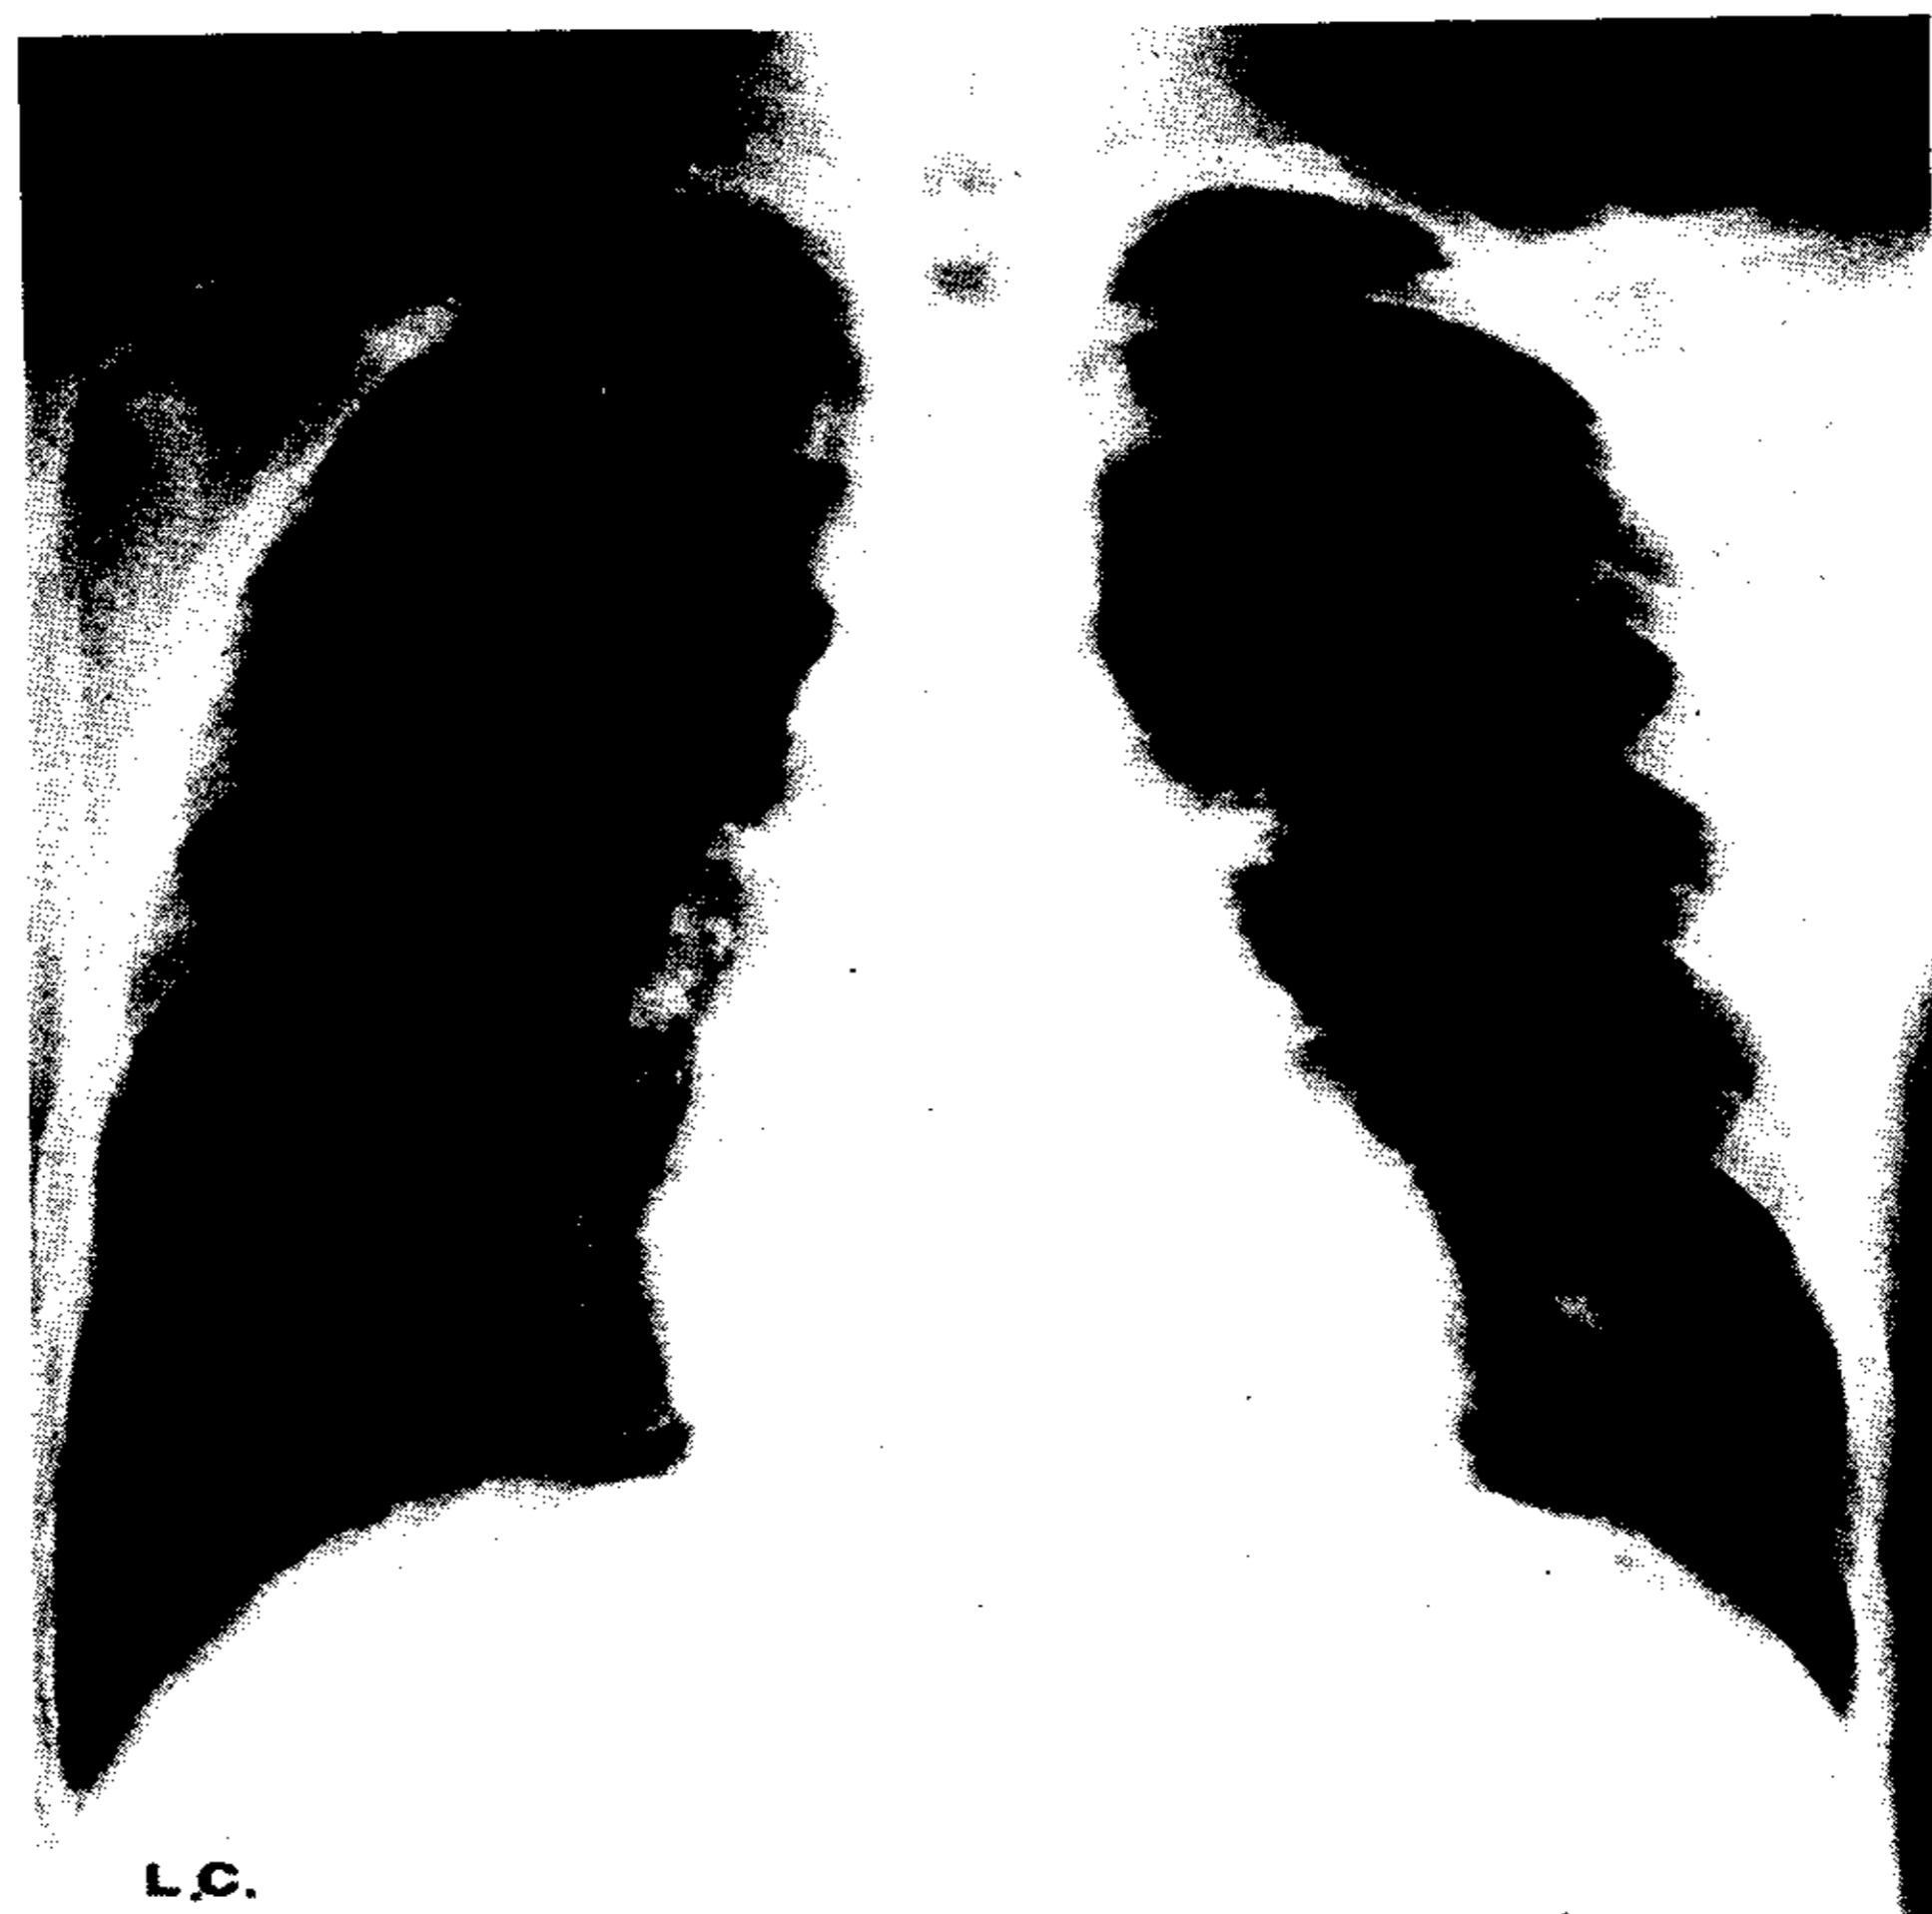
Radiografía de tórax correspondiente al caso 4.
